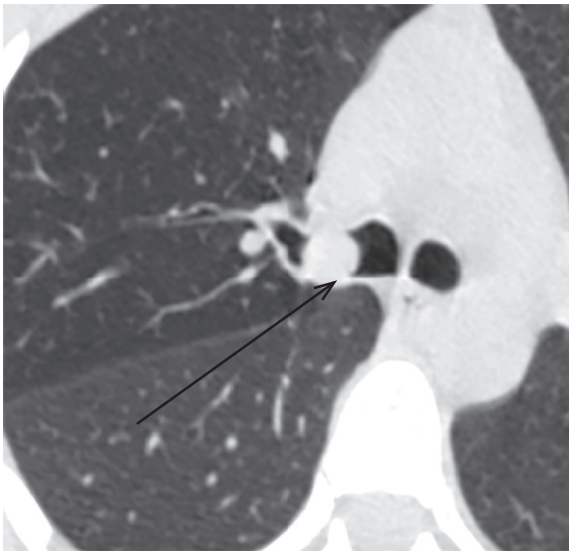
Комп'ютерна томографія органів грудної клітки. Аксіальний зріз. Типовий карциноід правого головного бронху (вказаний стрілочкою).
